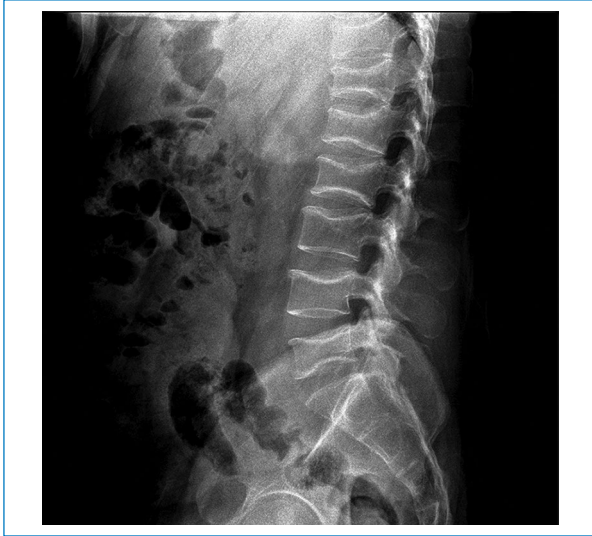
Radiografía lateral de paciente varón de 34 años con diagnóstico de púrpura trombocitopénica idiopática, con severa osteoporosis inducida por glucocorticoides, evidenciándose el signo de la vértebra de pescado (*archivo original del Centro Radiológico DMI, Chiclayo, Perú*).
